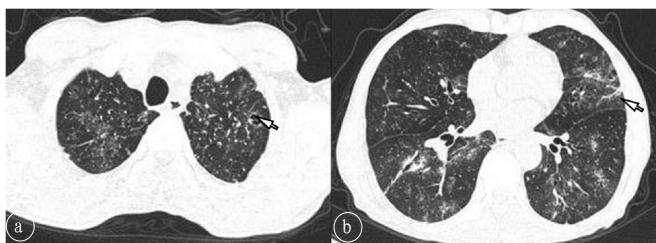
患者男, 68岁, HIV合并耐药肺结核。a. 胸部CT显示两上肺见弥漫性小结节及粟粒样结节影, 部分呈随机分布及沿支气管分布, 密度不均, 部分边界不清, 左肺上叶见薄壁小空洞(白箭), 内见条索影; b. 两下肺见散在斑片及结节状磨玻璃影, 边界模糊, 左肺舌段支气管扩张及部分管壁增厚(白箭)。
